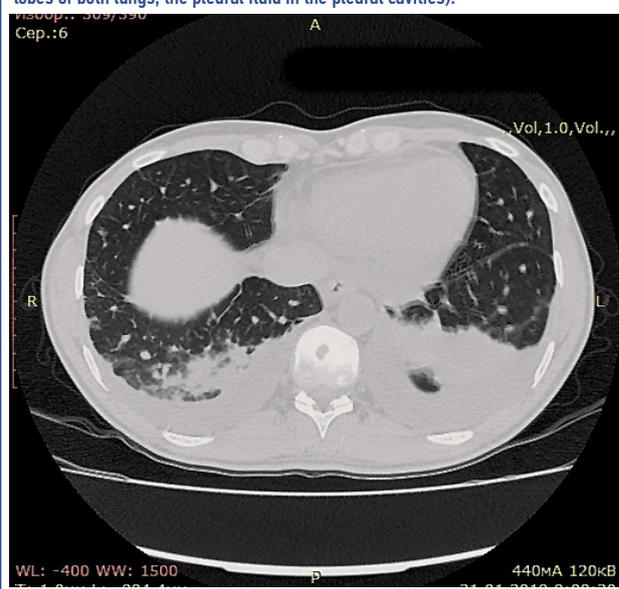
КТ органов грудной клетки (очагово-инfiltrативные изменения в средней и нижней долях обоих легких, жидкость в плевральных полостях).
